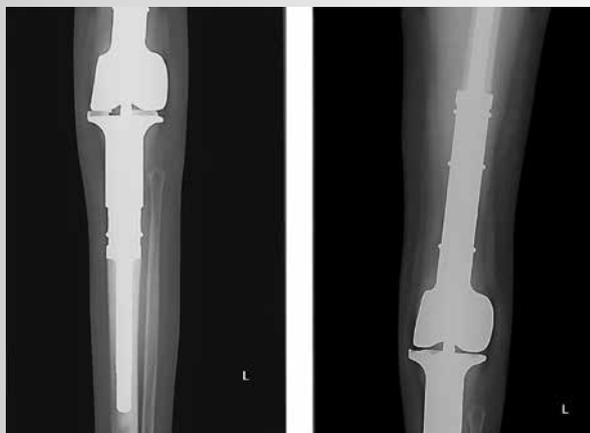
Послеоперационная рентгенография пациента 3.
